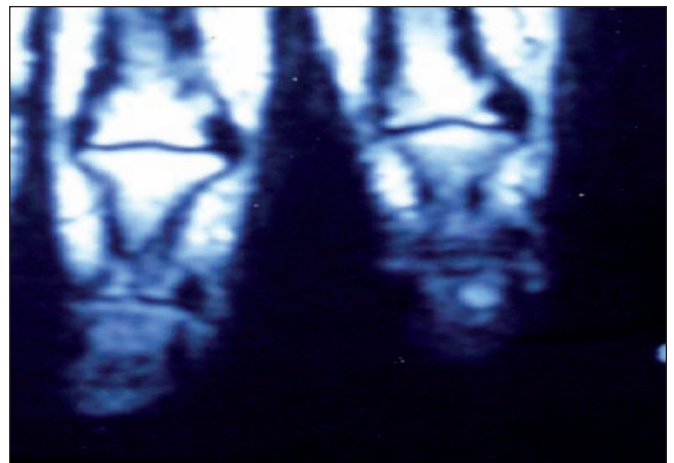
Resonancia magnética contrastada en la que se evidencia tumoración en falange distal de dedo índice mano izquierda.
